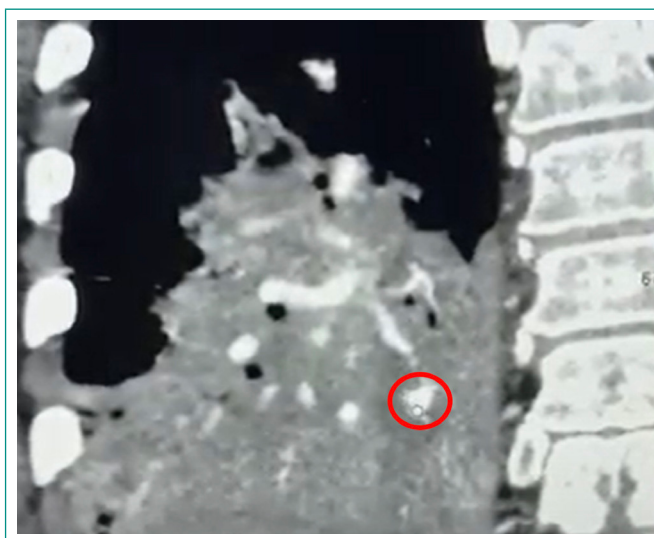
Angio-TAC de abdomen con evidencia de absceso pulmonar en el lóbulo inferior derecho que condiciona pseudoaneurisma de rama arterial pulmonar.
